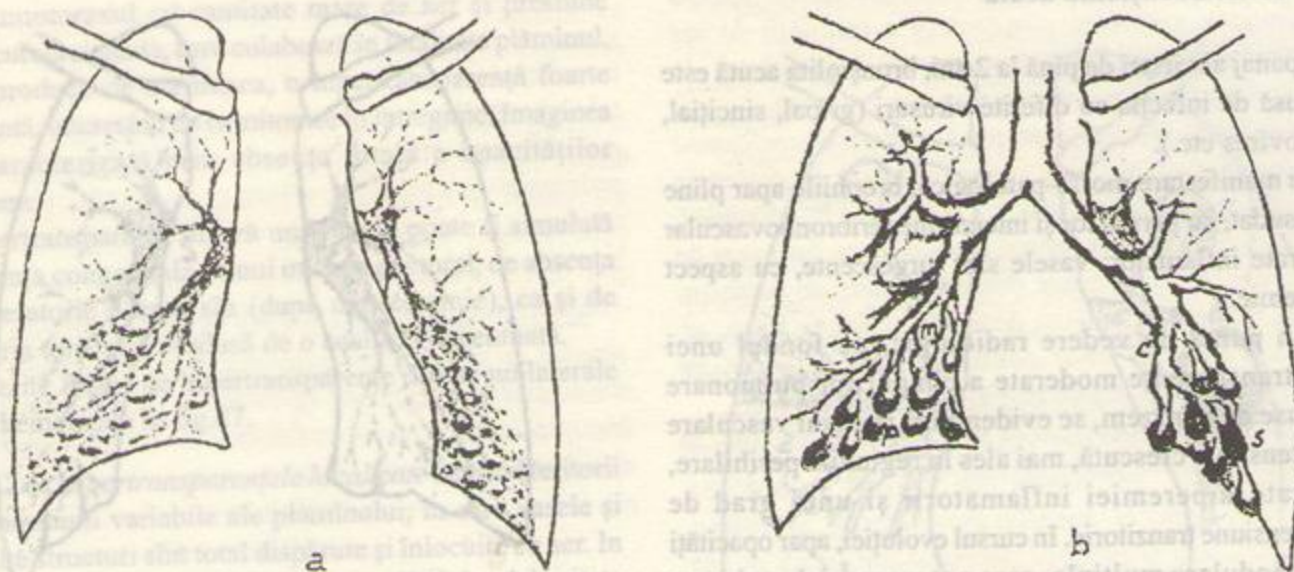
Aspecte radiografice (a) produse de dilatațiile bronhice; bronhografia (b) evidențiază la nivelul regiunilor bazale bronșiectazii de tip moniliform (m), pseudochistic (p), cilindric (c), sacciform (s).
